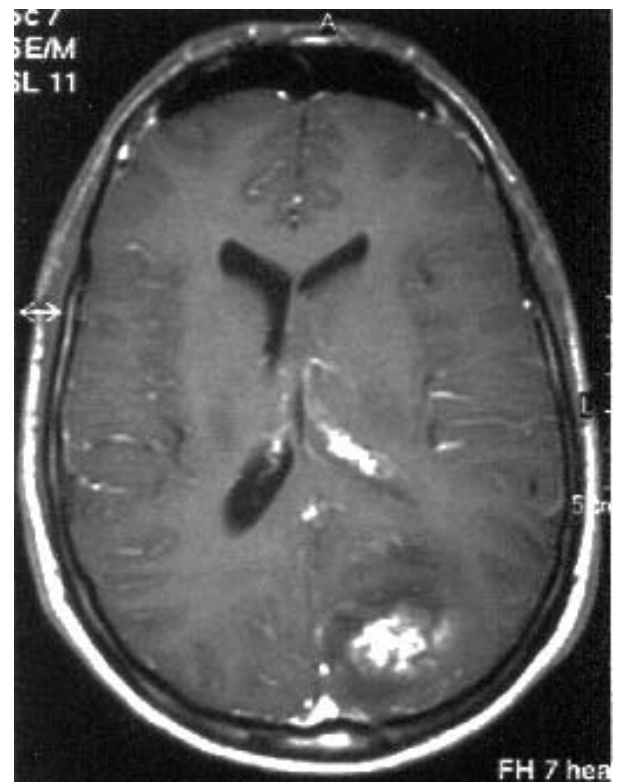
Corte axial de RM craneal, secuencia T1 con gadolinio: se observa una captación patológica de contraste en la zona hemorrágica.
